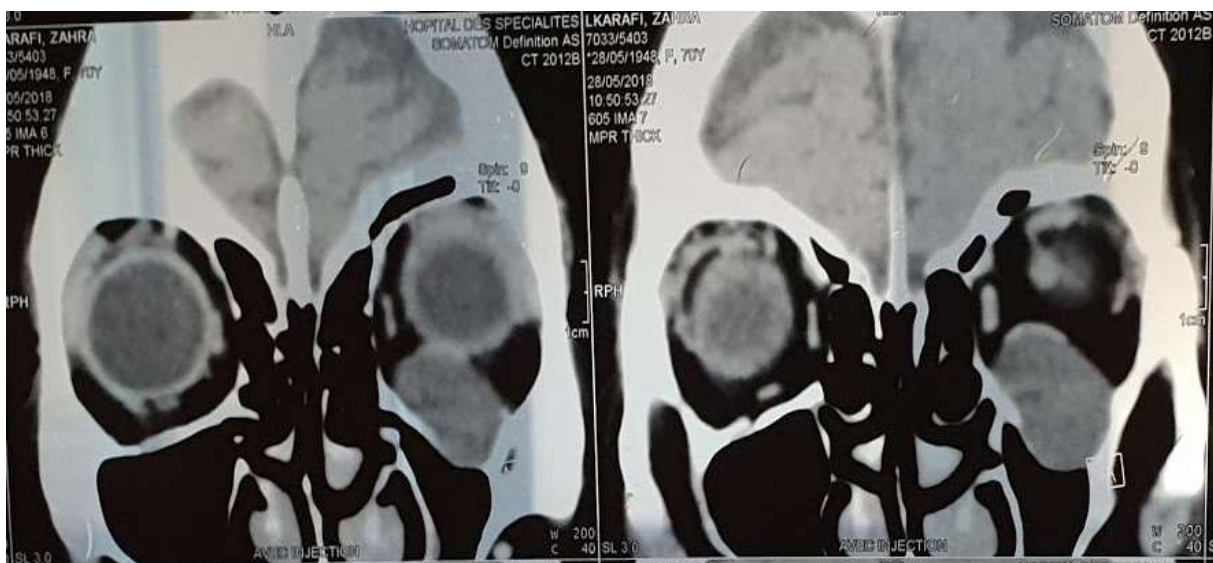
Images TDM montrant une masse grossièrement ovale du plancher de l'orbite gauche avec respect du globe oculaire
